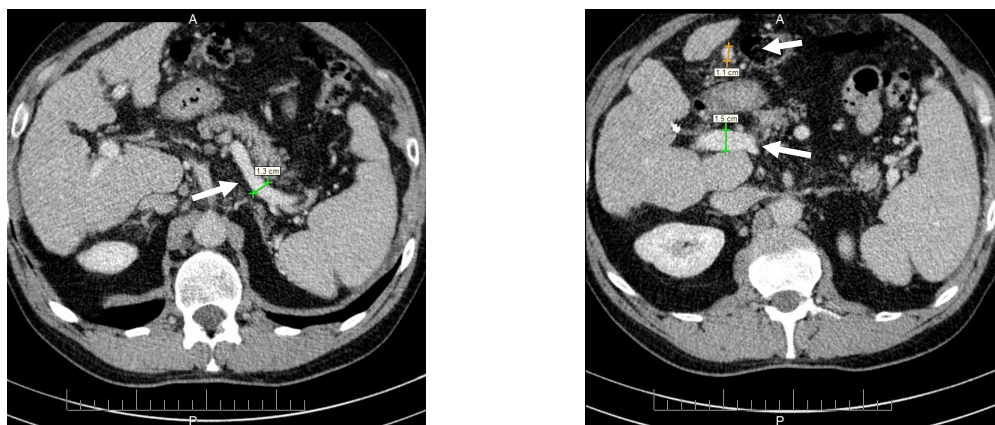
Компьютерная томография печени пациента Т.:
